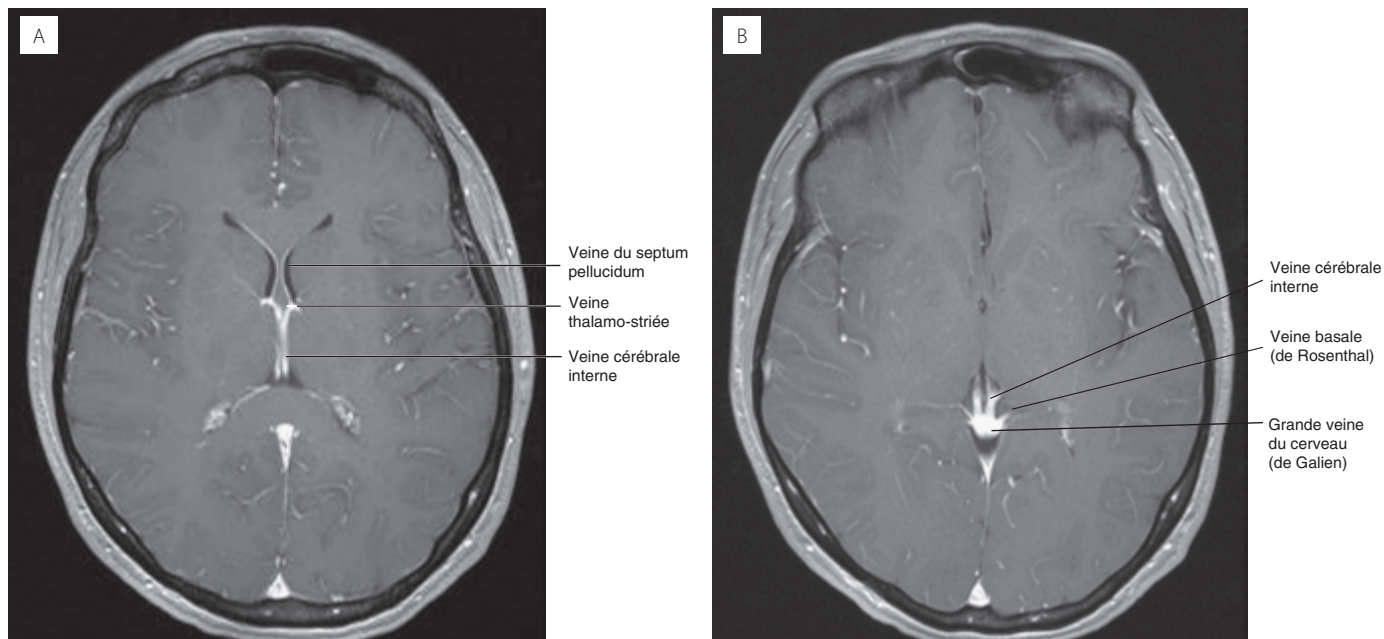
IRM avec rehaussement de contraste en pondération T1, coupes transversales. Les veines profondes du cerveau. (A) est supérieur à (B) antérieur à (C).
